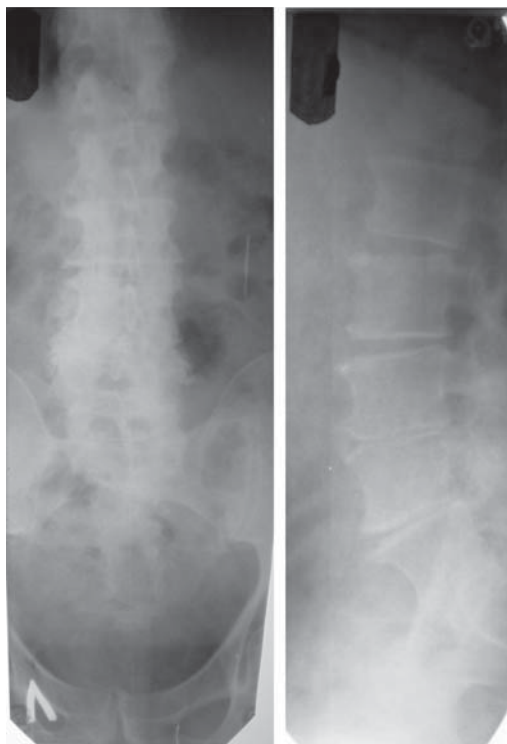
В. Пациент Г., 74 лет. Рентгенограммы поясничного отдела позвоночника.
